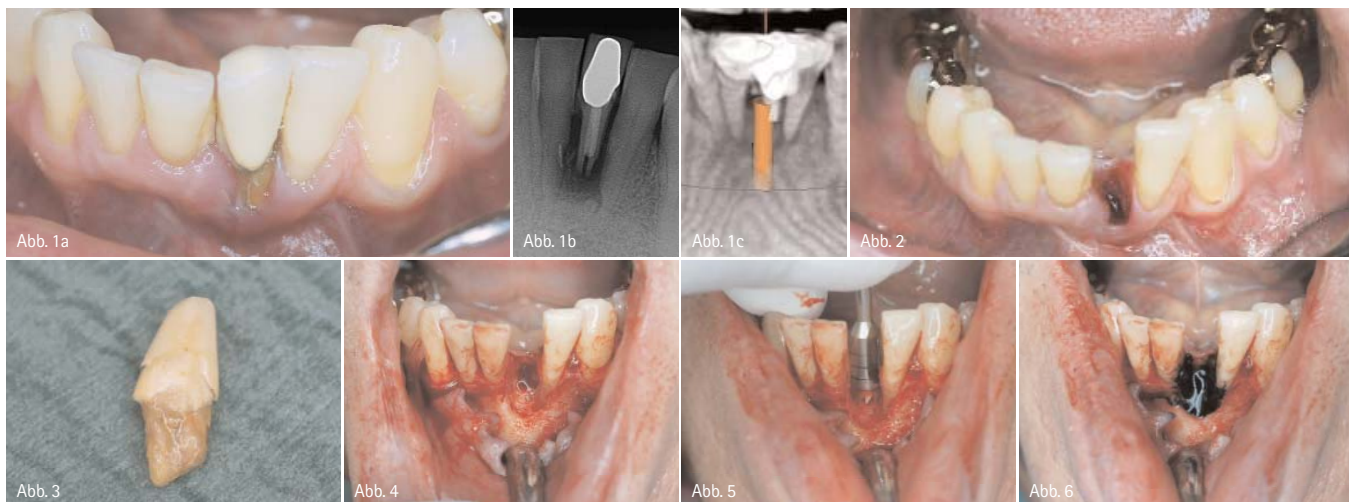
Ausgangssituation. – Abb. 1b: Röntgenbild: Ausgangssituation. – Abb. 1c: DVT: Ausgangssituation. – Abb. 2: Nach Extraktion. – Abb. 3: Extrahierter Zahn. – Abb. 4: Knochendefekt nach Aufklappung. – Abb. 5: Ausmessen mit Trepan. – Abb. 6: Anfärben.
